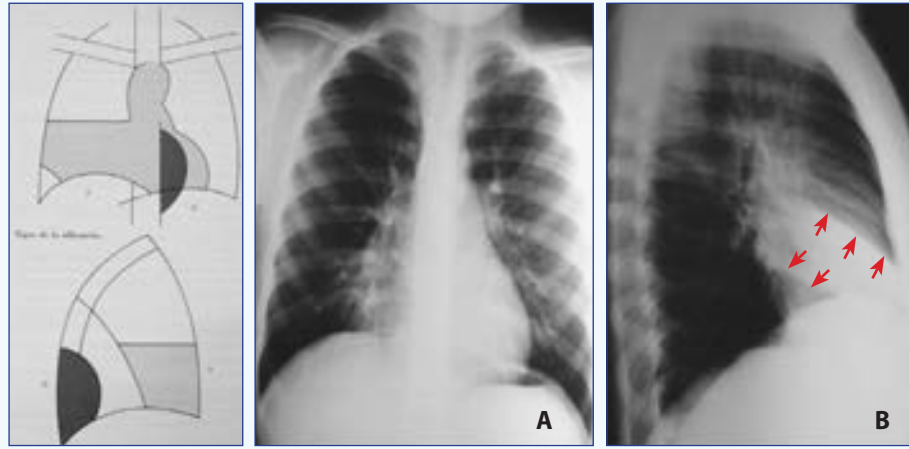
7: Silüet bulgusu: Birbiri ile temas halinde aynı yoğunlukta 2 opasite olduğunda bunların dış hatları kaybolur. Farklı yoğunlukta herhangi bir doku ile ayrıldıklarında bunların ilgili dış hatları görünür olur (Solda şematik çizimde gösterildiği gibi; üstte PA (A) ve sağda (B) lateral göğüs radyografisinde- PA (A) ve Sağ-lateral göğüs radyografisinde silüet bulgusu; PA grafide kalbin sağdaki dış hattı kaybolmuş. Lateral grafide (B) ise sağ akciğerin orta lobuna öne kadar uzanan opasite (ok başı) görünmekte (sağdaki PA ve sağ-lateral radyografilerde).
